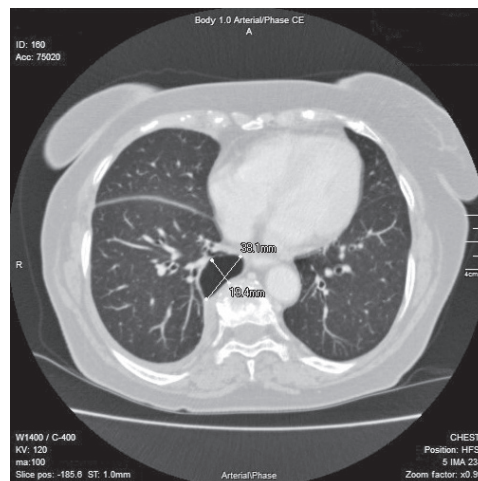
Мультипланарна реконструкція зрізів КТ ОГК хворої Б. від 12.10.2021. Залишки легеневої паренхіми представлено легневими судинами, які розташовані всередині кістоподібної порожнини
